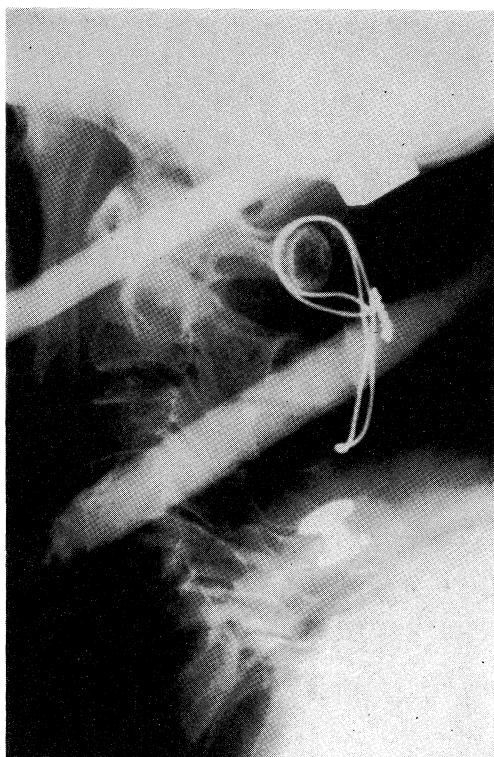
A postoperative lateral radiograph showing a marked reduced position of C₁ on C₂ and ADI was 2 mm.
